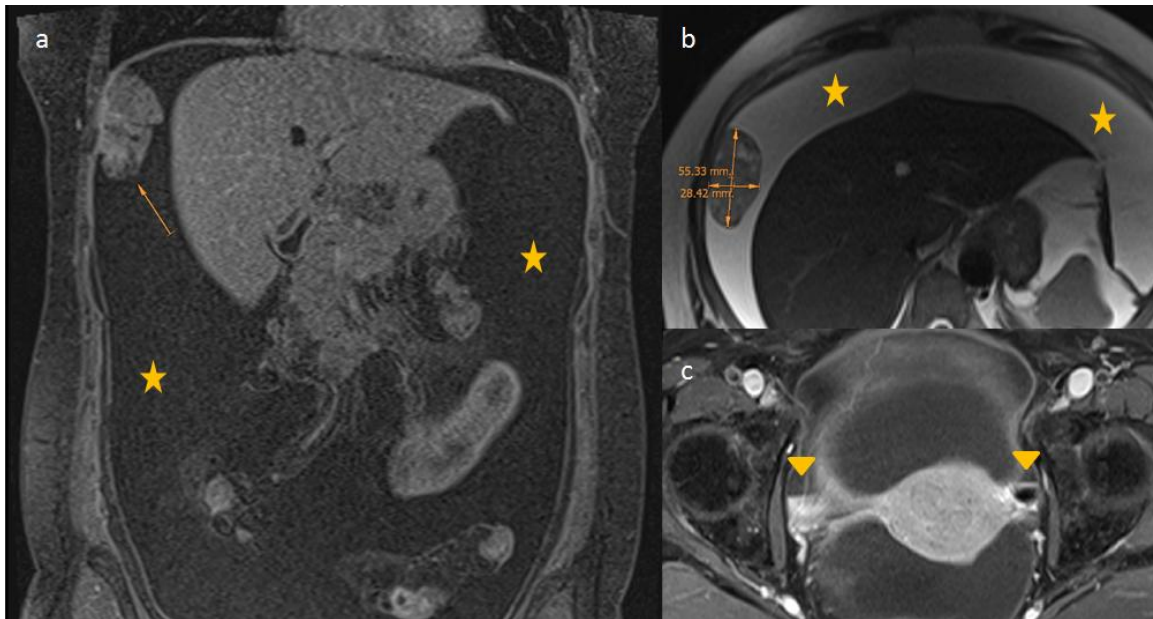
La RM con gadolinio con secuencias ponderadas en T1 con supresión grasa (a) y con secuencias ponderadas en T2 (b) muestra una lesión nodular ovalada en el espacio peritoneal subfrénico derecho que presenta ligero realce tras la administración del material de contraste endovenoso (flecha). Abundante líquido ascítico (estrellas). Ambos ovarios escasamente representados, de tamaño normal en secuencias con gadolinio (c). La anatomía patológica post quirúrgica revela carcinoma de alto grado subtipo seroso a nivel de la lesión nodular peritoneal, e implante capsular de células de similares características a nivel del ovario derecho, el cual presenta histoarquitectura conservada.
